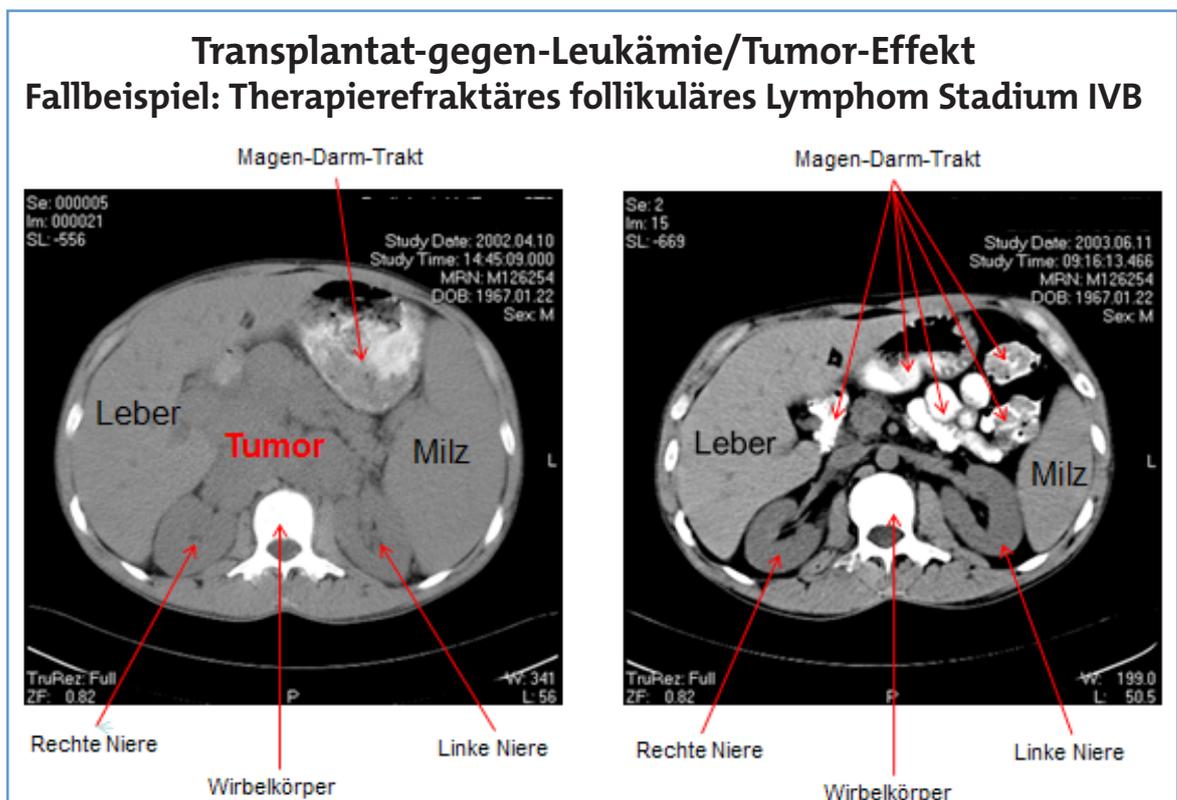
Computertomographie (CT) des Bauchraumes eines Patienten mit folliculärem Lymphom (spezielle Form des Lymphdrüsenkrebs) vor allogener Blutstammzelltransplantation (links) und 14 Monate nach Transplantation (rechts). Die beiden CT-Befunde zeigen wie üblich den Querschnitt des menschlichen Körpers von unten, also vom Fußende her betrachtet. Erläuterungen zur Abbildung finden sich im Text.
